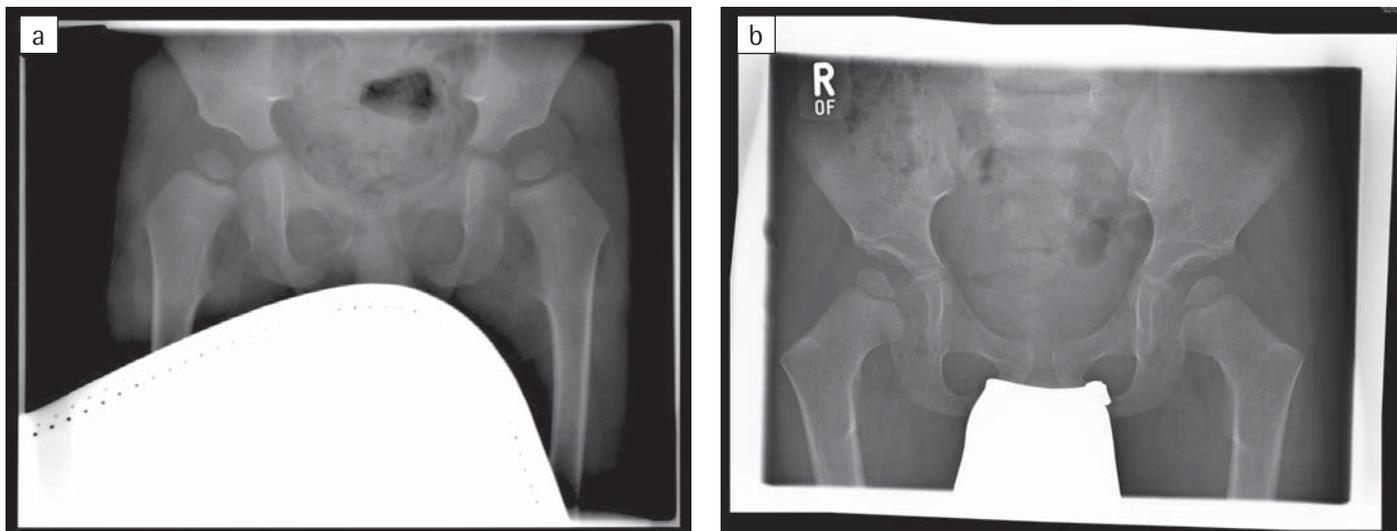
Röntgenübersichtsaufnahmen im Alter von 13 Monaten. (a): Normalbefund und von 4 ⁸/₁₂ Jahren Monaten. (b): Die proximalen Femurepiphysen zeigen jeweils einen atypisch konfigurierten und zu kleinen Knochenkern. Gleiche Veränderungen finden sich an den Epiphysen des Kniegelenkes und der Hand. Beurteilung: Befund wie bei einer Multiplen Epiphysären Dysplasie
